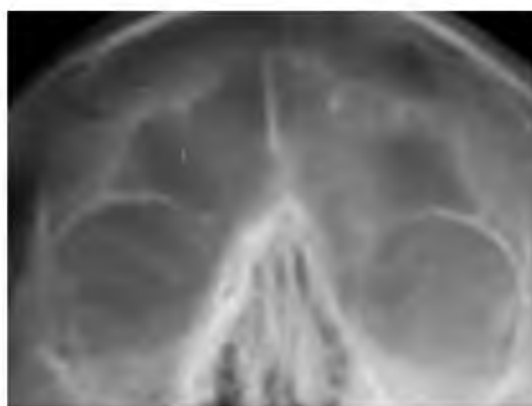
Вариант симметричной, бухтообразной, широкой высокой лобной пазухи на рентгенограмме женщины-брахицефала
